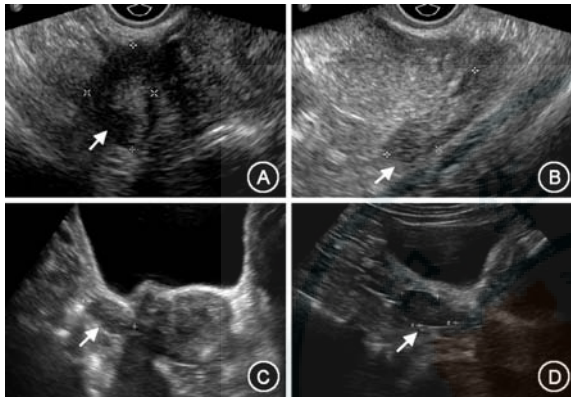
患者皮下注射亮丙瑞林前后卵巢超声检查结果 A: 用药前右侧卵巢 3.0 cm×1.8 cm(↑); B: 用药前左侧卵巢 3.4 cm×1.2 cm(↑); C: 用药后 4 周右侧卵巢 3.0 cm×1.7 cm(↑); D: 用药后 4 周左侧卵巢 3.4 cm×1.8 cm(↑)
